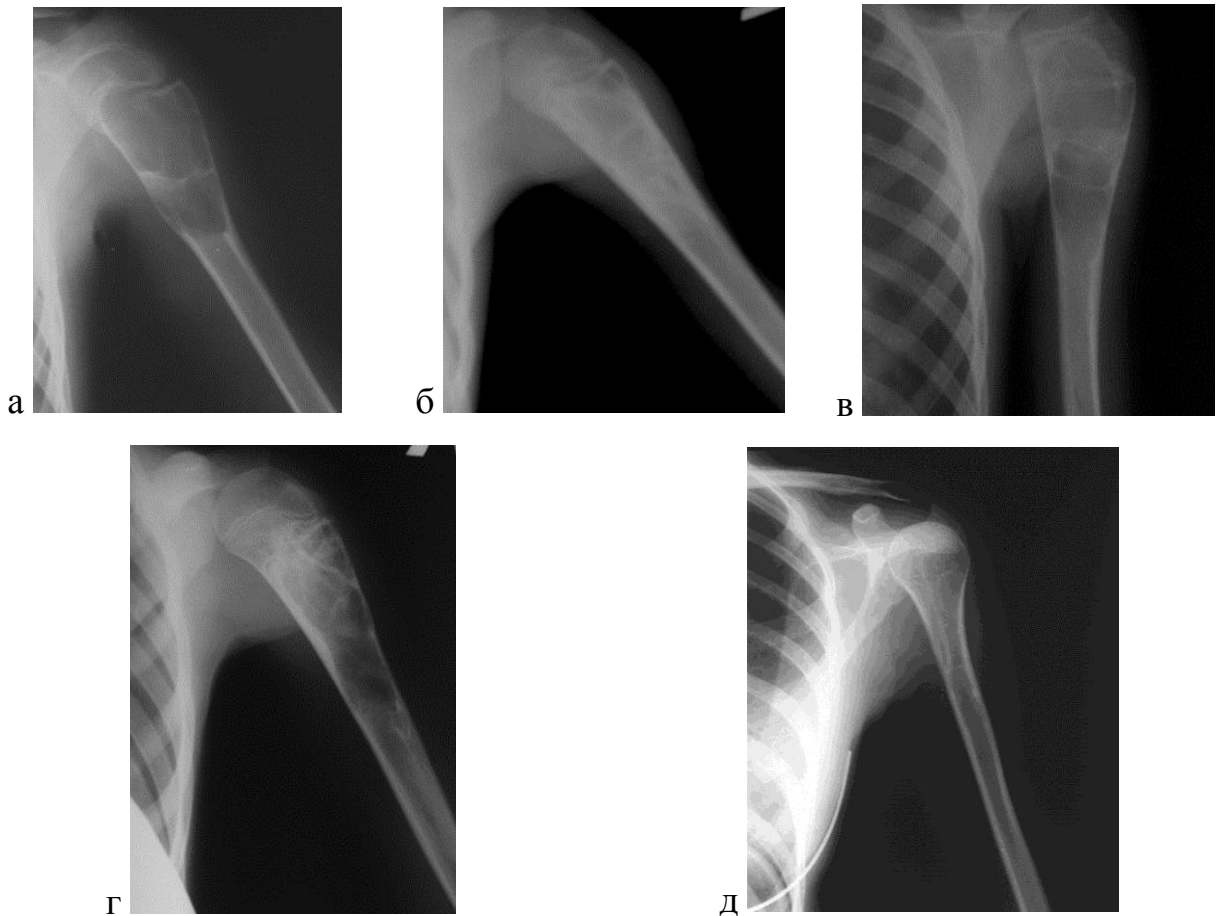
Больная Н. Рентгенограмма левой плечевой кости в прямой проекции. АК левой плечевой кости до лечения (а), через 3 месяца (б), через 1 год (в) после операции, через 1 год (г) после повторной операции и через 7 лет (д) после начала лечения
